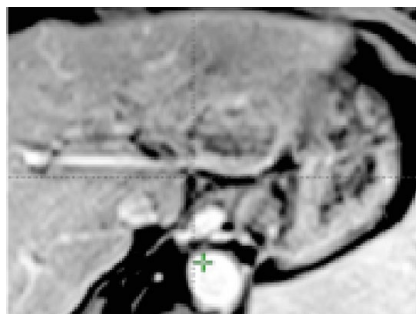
Опухолевый узел в S2–3 печени по данным МРТ до второго курса СРТ.
